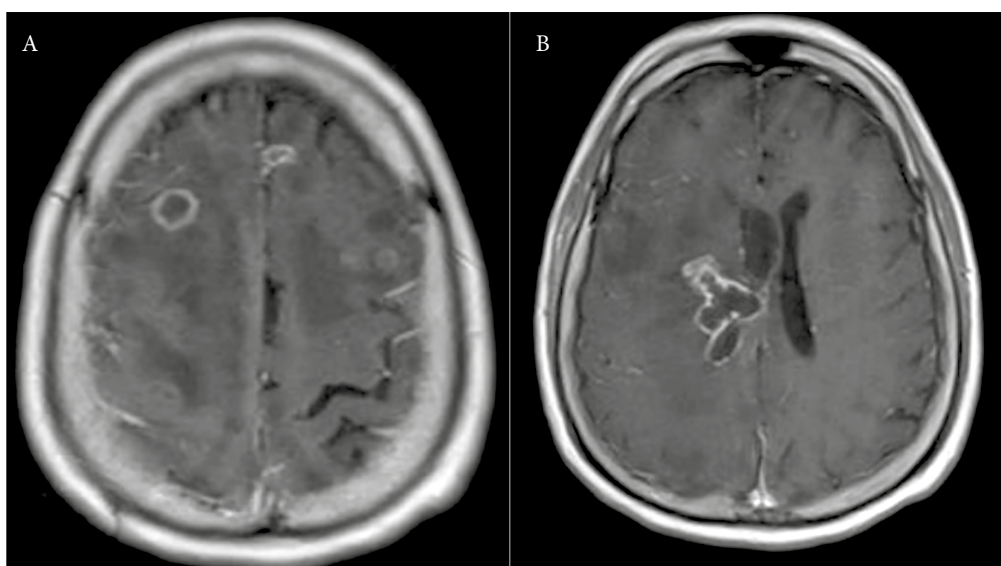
Resonancia magnética T1 con gadolinio: A) lesiones subcorticales bilaterales con captación de contraste en anillo de contenido líquido y con abundante edema vasogénico perilesional; B) el mismo tipo de lesiones a nivel del cuerno posterior del ventrículo lateral derecho que lo colapsa y dilata la asta anterior.
